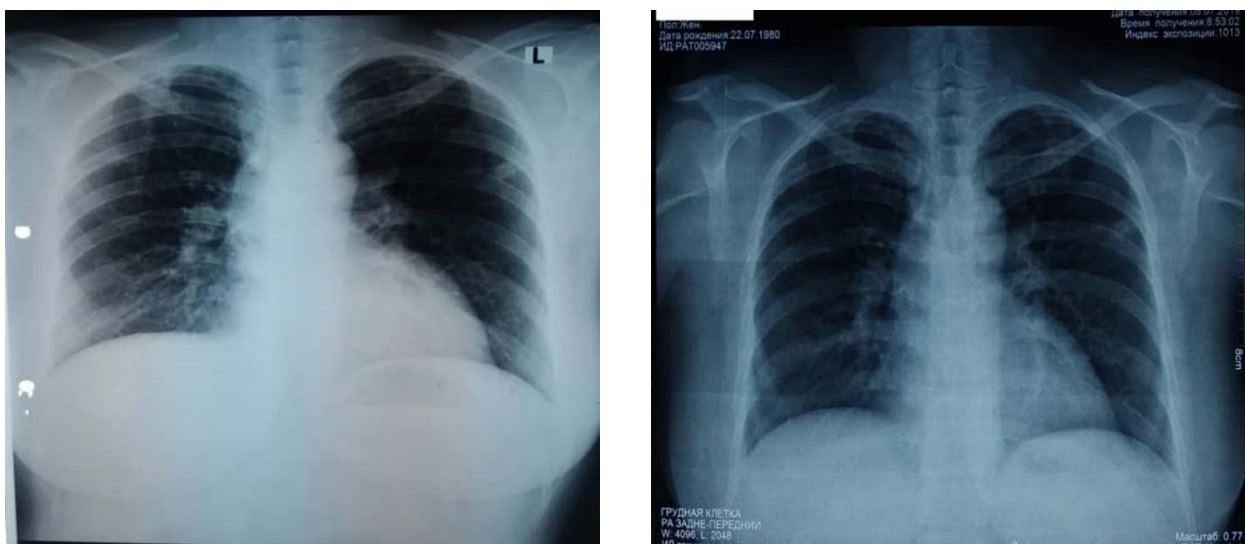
Рентгенограмма: справа на уровне II ребра определяется средней интенсивности инфильтративная тень
